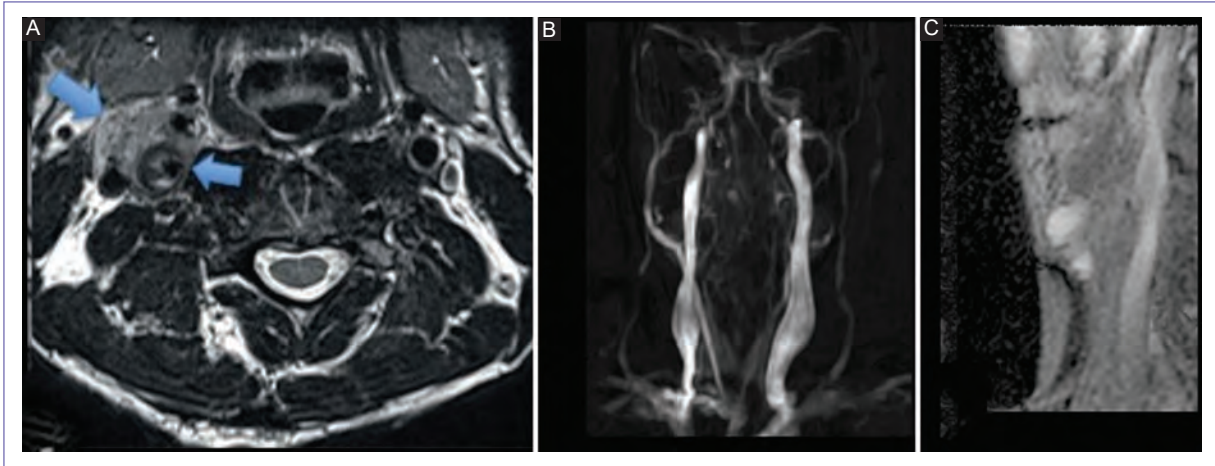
Resonancia magnética cervical. A: secuencia T2, axial; demuestra una masa de tejido blando que recubre la arteria carótida interna derecha y la arteria carótida externa (flechas azules), de 3 cm. B: en la angiorrresonancia no se identifica área de estenosis. C: secuencia T2, sagital; no se observa franja de baja intensidad entre el tumor y la pared de la arteria carótida, por lo que se asevera su infiltración.
